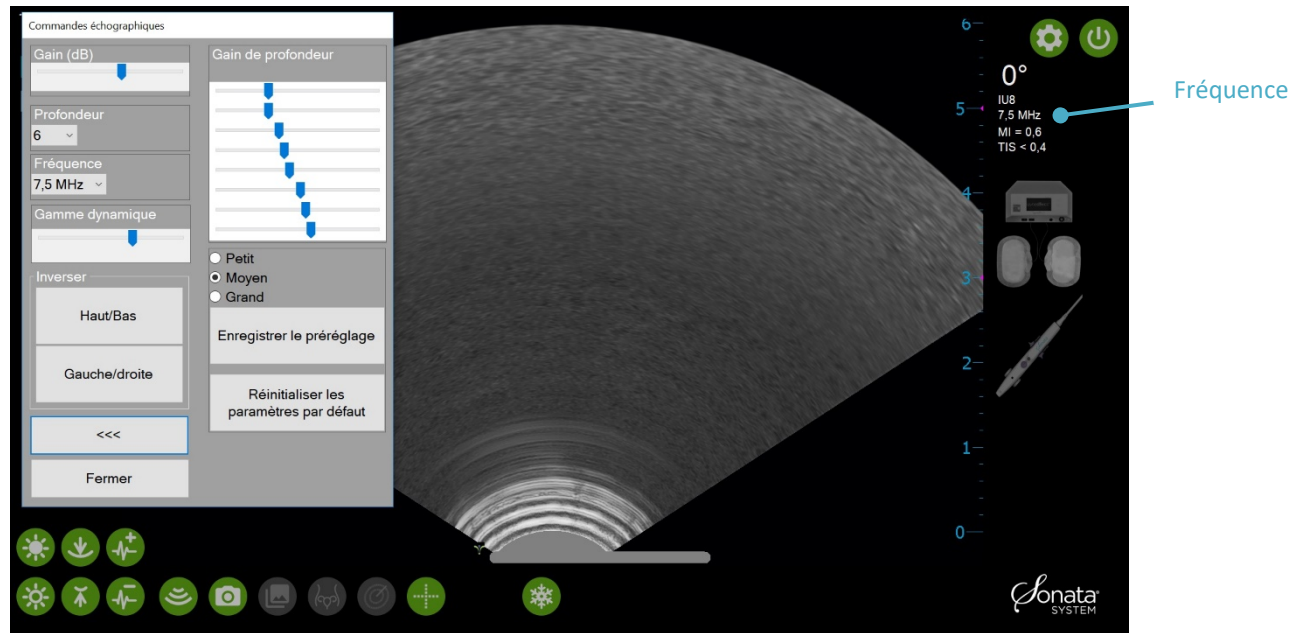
Fenêtre des commandes échographiques des paramètres échographiques individuels pour les réglages de l'image échographique.
